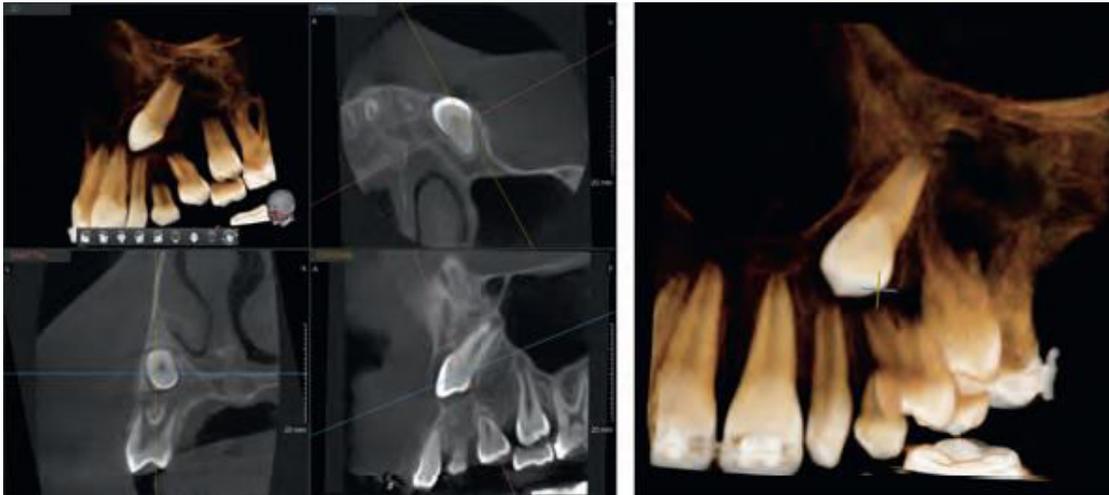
Le CBCT permet au praticien de se représenter dans l'espace la position de la canine. Cette dernière est située par rapport aux autres dents. Sur la coupe de gauche, la canine apparaît à l'aplomb de la racine palatine de la prémolaire [22].
